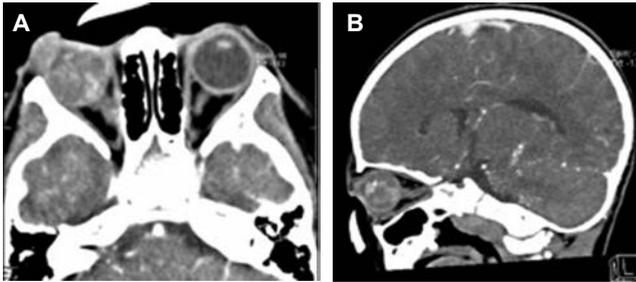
A) Tomografía de la órbita en fase contrastada que muestra retinoblastoma en el ojo derecho con infiltración del nervio óptico; es evidente el engrosamiento del nervio óptico y los cambios de intensidad en el mismo. B) Corte sagital del mismo paciente.
